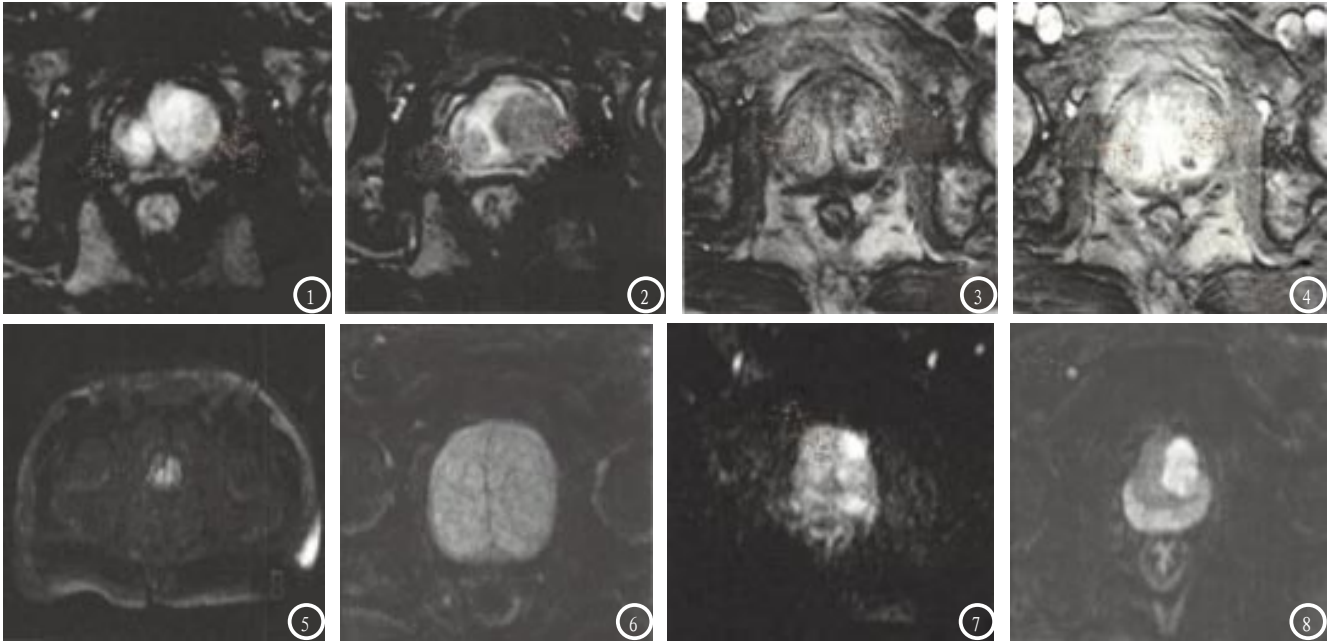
2为一72岁男性前列腺癌患者。图1 DCE-MRI早期示低信号结节明显强化；图2 DCE-MRI延迟期示强化结节信号减低，呈低信号；图3-4为一76岁男性前列腺增生患者。图3 DCE-MRI早期示低信号结节明显强化，高信号结节部分见强化；图4 DCE-MRI延迟期示强化结节信号未见明显减低。图5 DWI前列腺癌灶弥散受限表现为高信号；图6 DWI图，内未见弥散明显受限结节；图7 DWI图示中央腺体前份两侧见高信号影；图8 为DWI弥散图，左侧叶可见弥散受限的高信号结节影。
